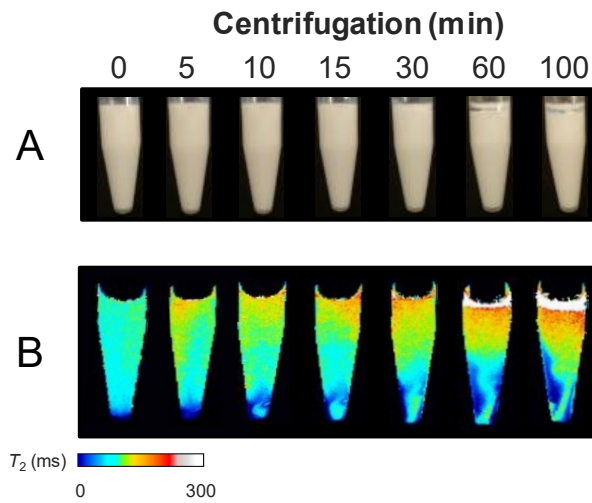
MRI  $T_2$  マッピングによる酸化チタン懸濁液中の
